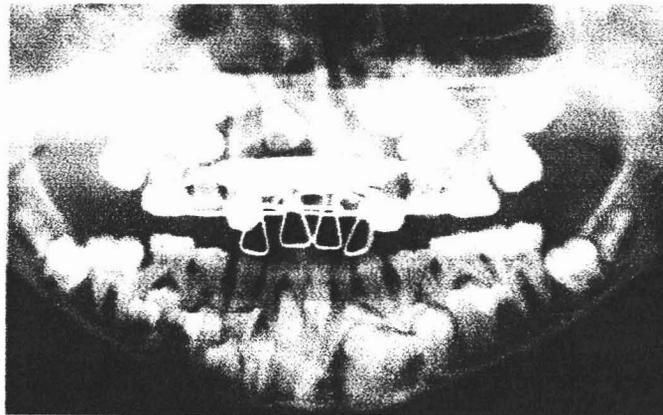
Ortopantomografía con tornillo.
